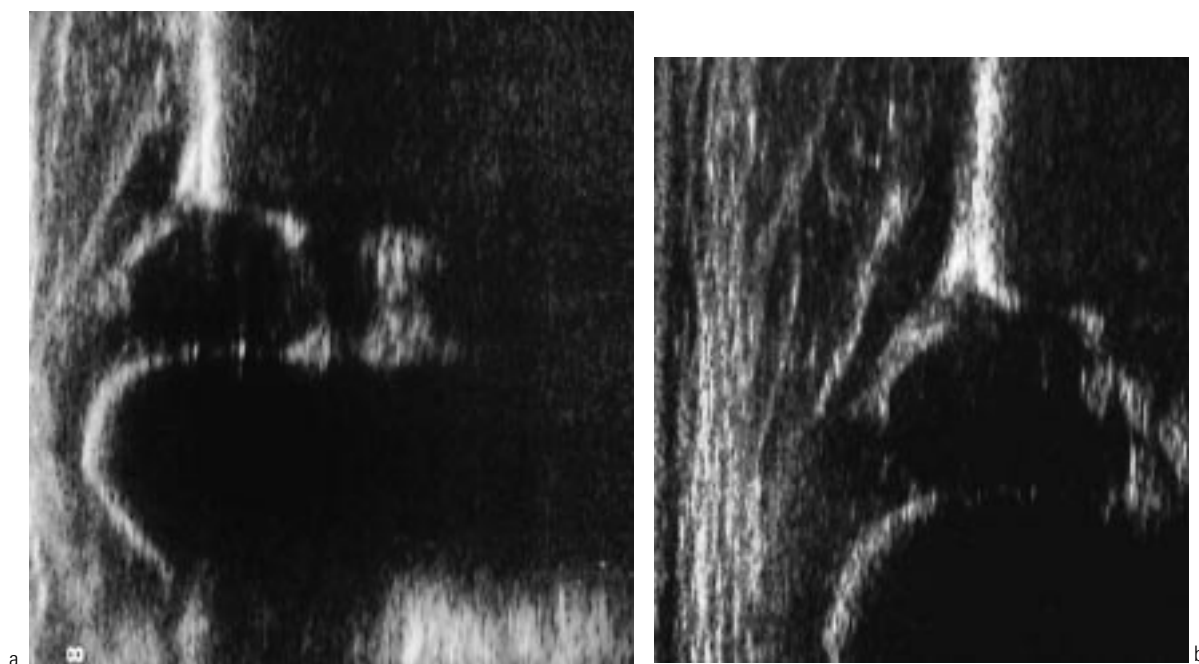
Échographie – coupe frontale externe normale de type I. Il s'agit de deux filles âgées de six semaines.
